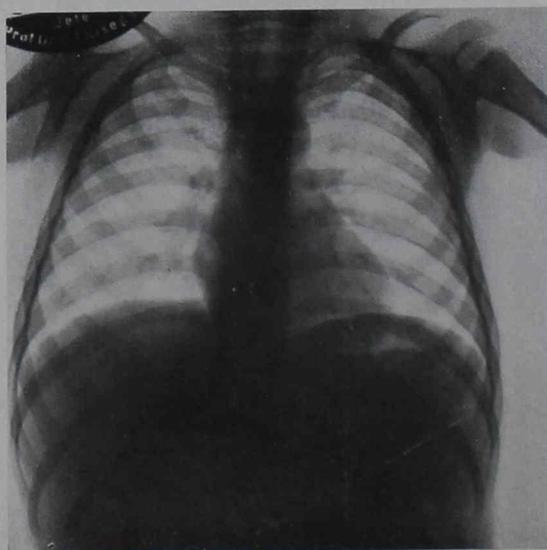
º 8.—Oswaldo D.—Radiografía del 29 de septiembre de 1936
